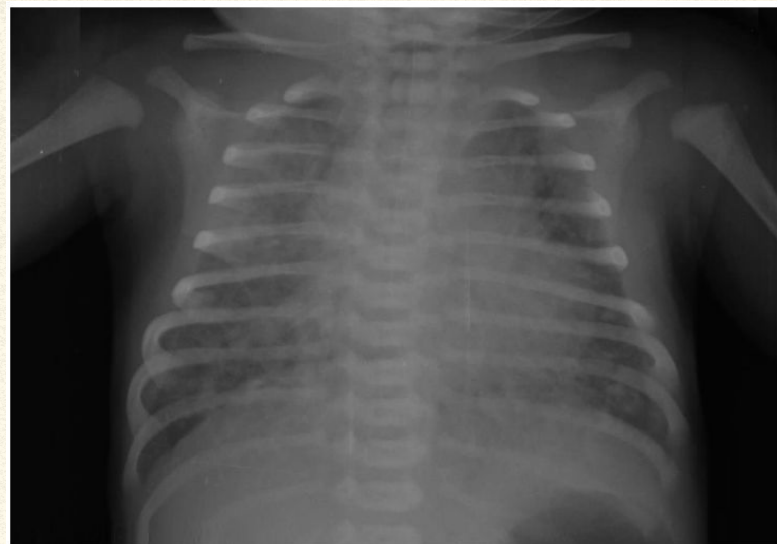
Radiografía torácica anteroposterior del recién nacido en la primera hora de vida con ventilación no invasiva. Observamos un tórax hiperinsuflado en el que se aprecian 8-9 espacios intercostales, diafragmas aplanados así como costillas horizontalizadas. En el parénquima pulmonar se aprecia exudado algodonoso bilateral (en panal de abeja). La silueta cardíaca es normal y no se observan escapes aéreos.
